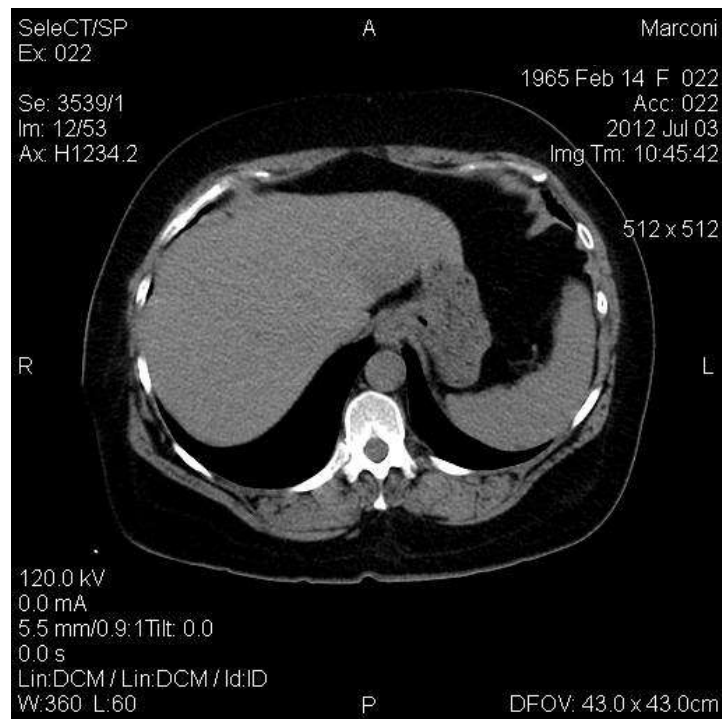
КТ–ознаки поодинокого об’ємного утворення лівої долі печінки по типу судинної мальформації паренхіми печінки – КТ–картина гемангіоми (пацієнт И., 47 років).
